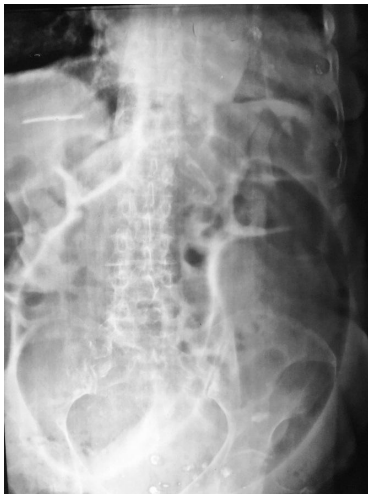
Vólvulo de sigmoides, radiografía simple de abdomen.
